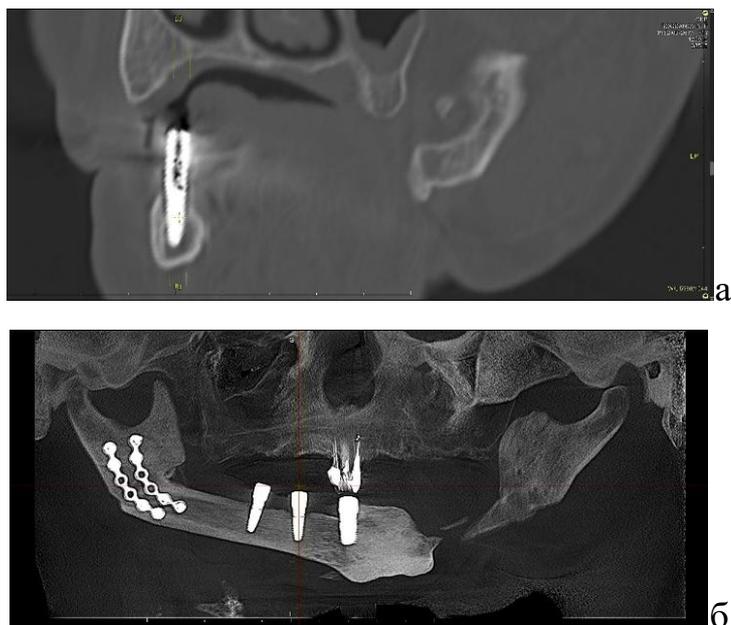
а, б– КТ-грамма пациента до проведения ортопедического лечения
